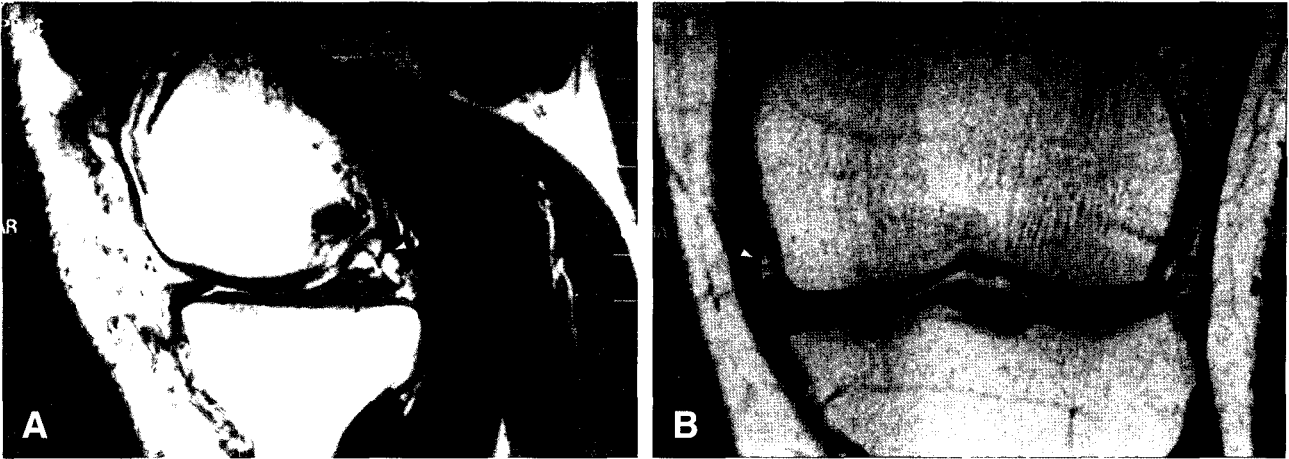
(A) The sagittal MR image shows a cyst connected with medial meniscus through tear on posterior horn, which compressed the PCL laterally mimicking ganglion cyst around PCL. (arrow: cyst, long arrow: tear of posterior horn of medial meniscus) (B) Mid coronal image shows another cyst medial to midbody of med. meniscus.
